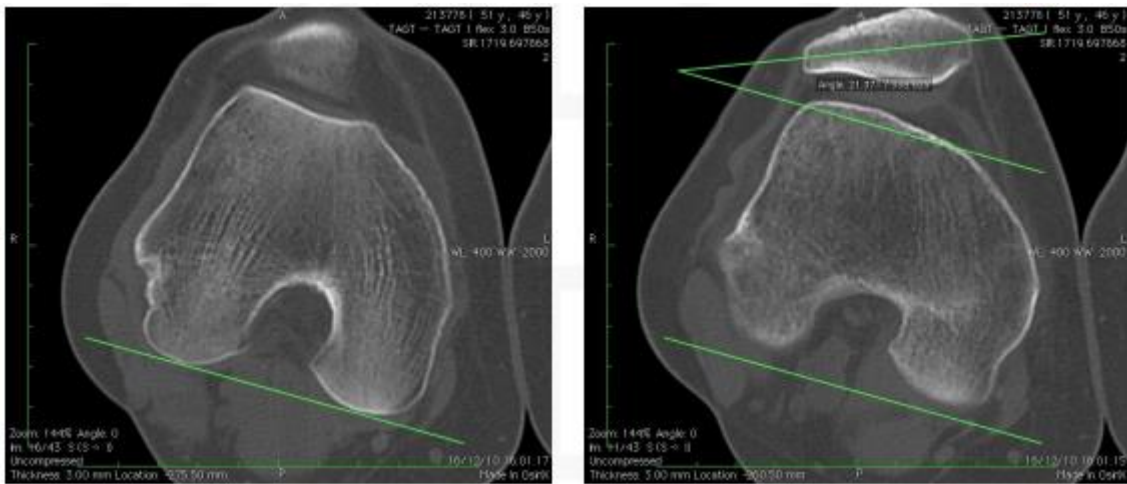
TDM: mesure de la bascule patellaire
